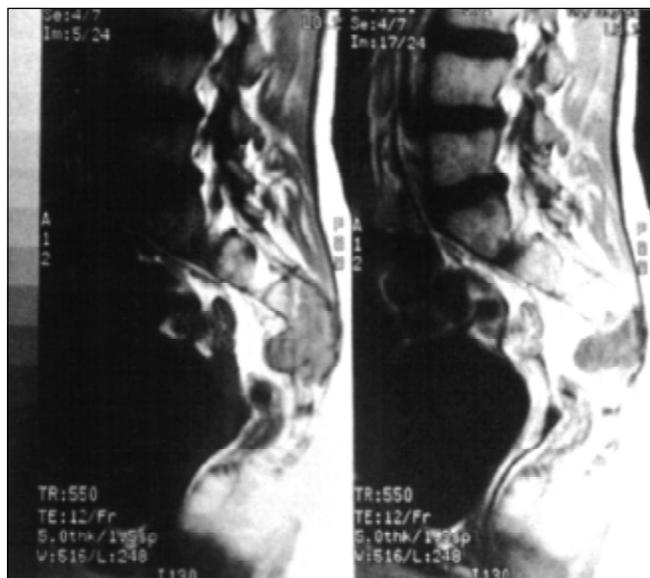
Ressonância nuclear magnética mostrando o comprometimento de S2, S3 e S4
